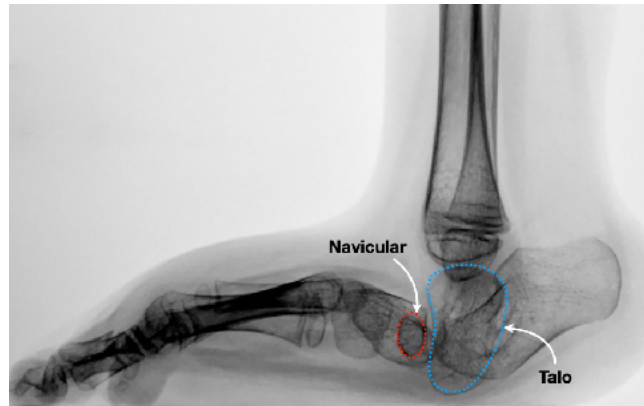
Radiografía de pie en proyección lateral con luxación dorsal del navicular y posición vertical del Talo.
